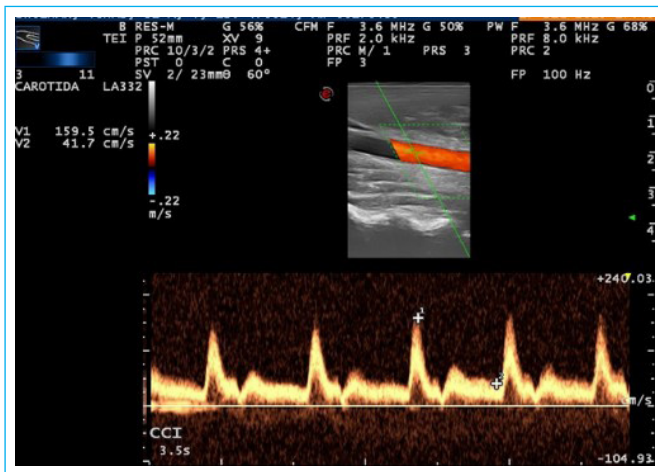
Flujo arterial normal con Doppler en el estudio de control.
